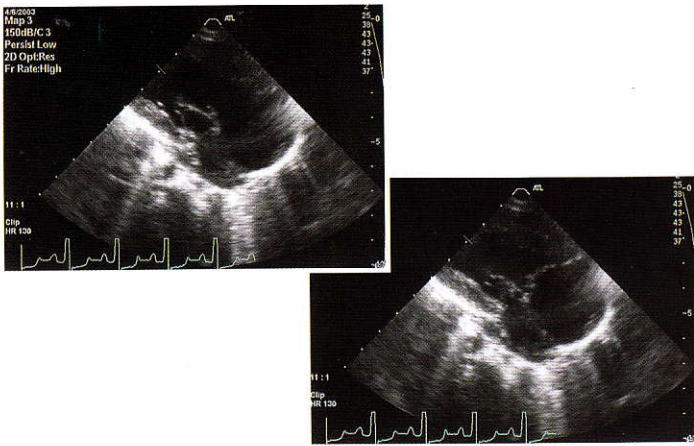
Echocardiogram showing single ventricle and two atrioventricular valves in systole and diastole
